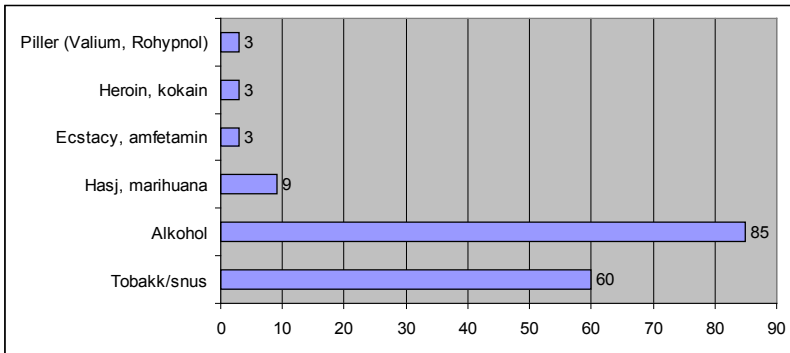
BRUK AV RUSMIDLER I LØPET AV DE SISTE 12 MÅNEDER, (PROSENT) N=5331
